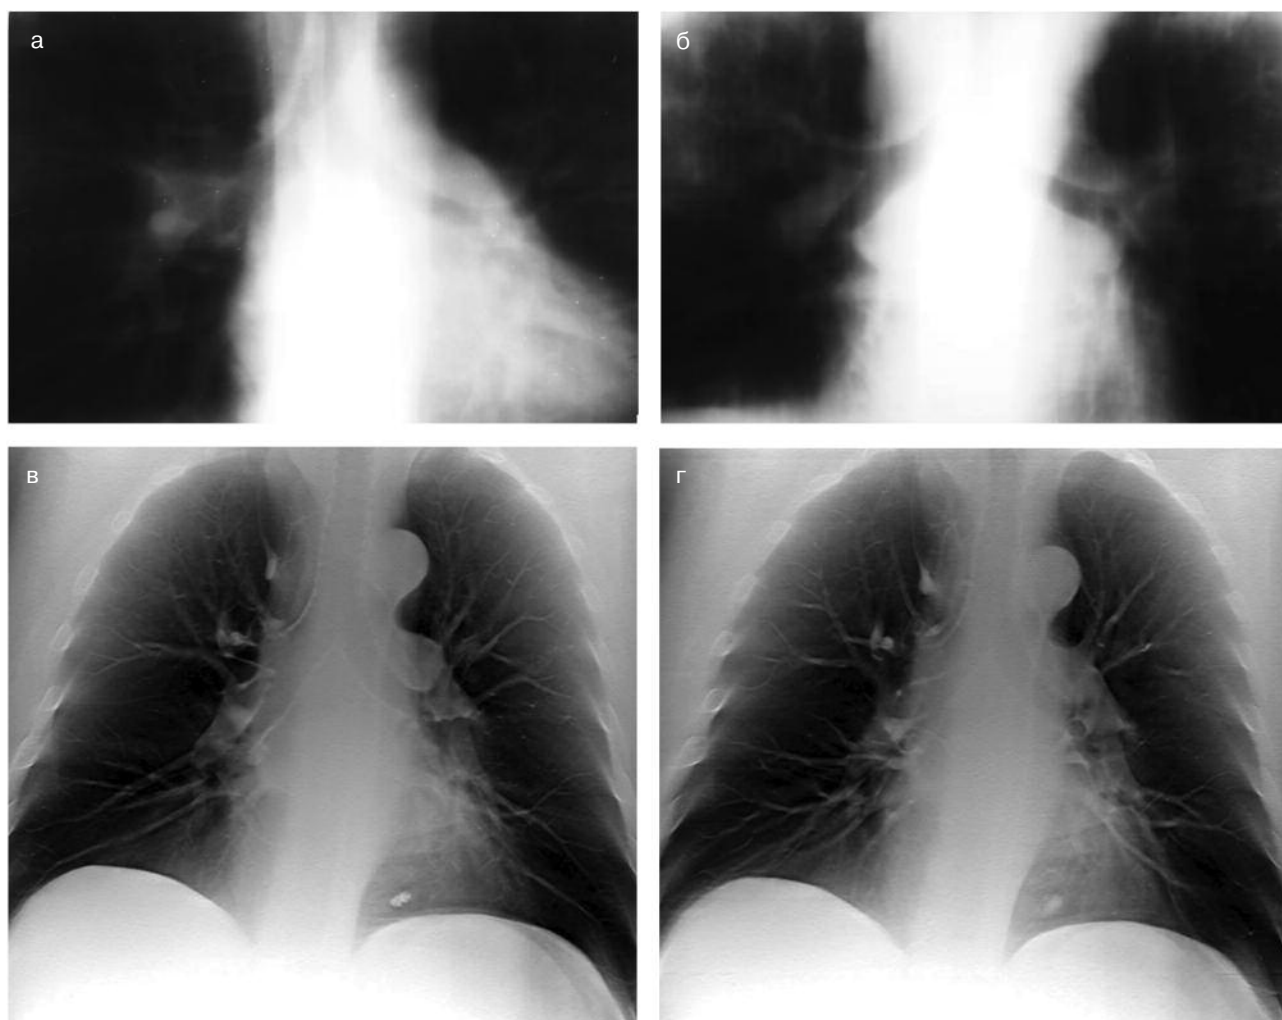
Примеры томограмм, полученных с помощью традиционной пленочной линейной томографии — а и б — при средней дозовой нагрузке 1,2 мЗв и методом линейного томосинтеза — в и г — при средней дозовой нагрузке 0,4 мЗв
